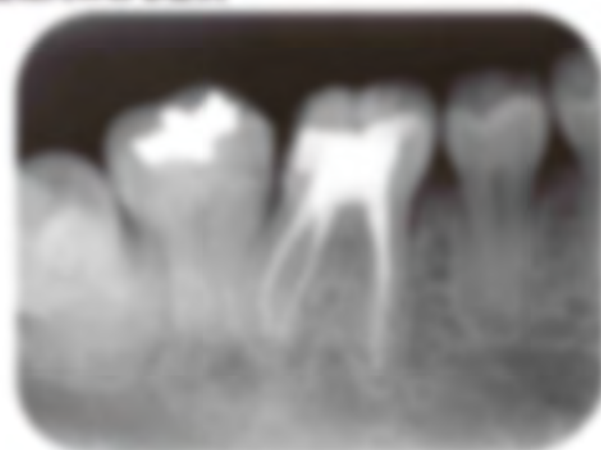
根管治療を行った後、歯に治療領域のファイルが破折した状態を示す。歯に治療領域以上の根管治療領域は、エコーで根管治療領域を確認した。
